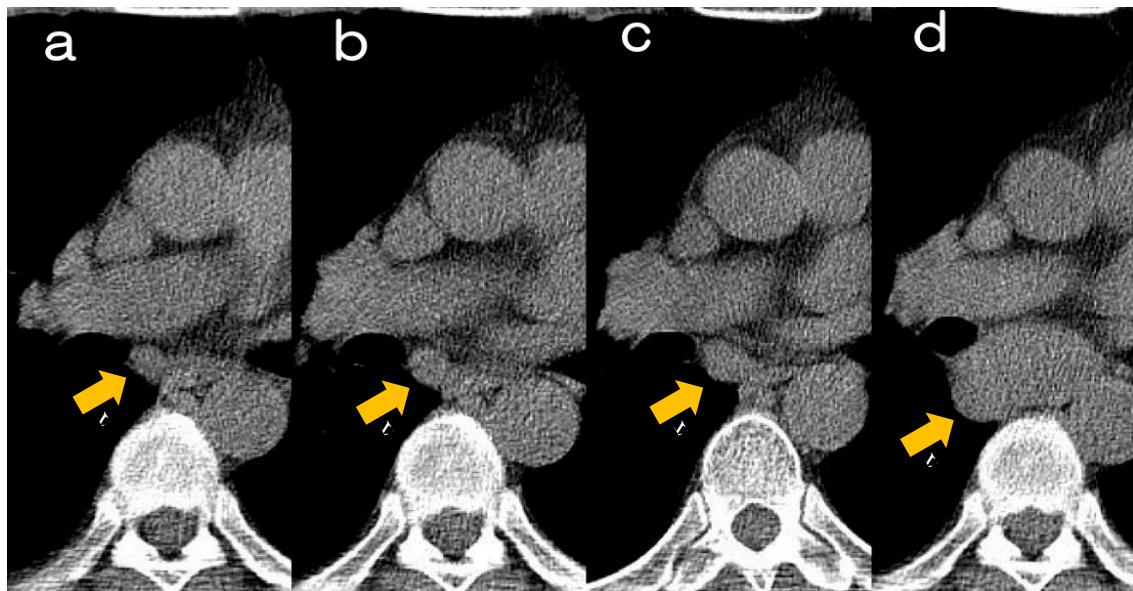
a~d. 診断の 3 年前、2 年前、1 年前、診断時の検診 CT 画像である。過去 CT 画像を見直すと、診断 3 年前 (a) に、右中間気管支幹内側に類円形の軟部組織影 (気管分岐下リンパ節#7) を認め、診断 2 年前 (b) に軽度増大、診断 1 年前 (c) にさらに増大を認めた。診断時 (d) には気管分岐から対側の主気管支周囲リンパ節まで一塊となった約 7cm の腫瘍を呈した。超音波気管支鏡下針生検にて「縦隔型」原発性肺腺癌、cT0N3M0 と診断された。低線量 CT 画像では縦隔の画質が低下しているため読影にあたり注意が必要である。
